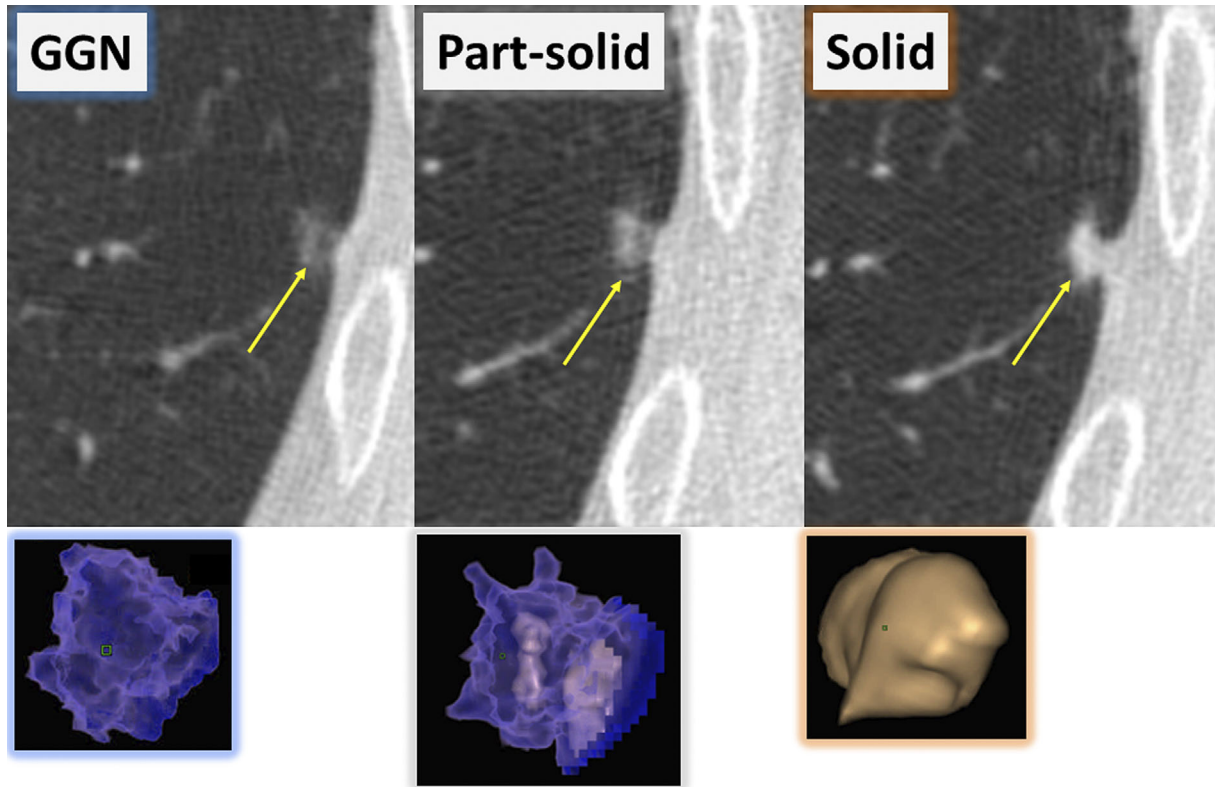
Changes in the nodule density over time. Ground-glass nodule (GGN) → part-solid GGN → solid nodule. This GGN (volume, 153 mm³; mean CT value, -715 HU; mass, 48.65 mg) transformed into a part-solid GGN (volume, 164 mm³; mean CT value, -642 HU; mass, 58.72 mg) 303 days later. It then transformed into a solid nodule (volume, 80 mm³; mean CT value, -552 HU; mass, 91.39 mg) 273 days later. This nodule was diagnosed as adenocarcinoma after surgery. The nodule mass may be useful for the quantification of changes in the nodule density over time.
